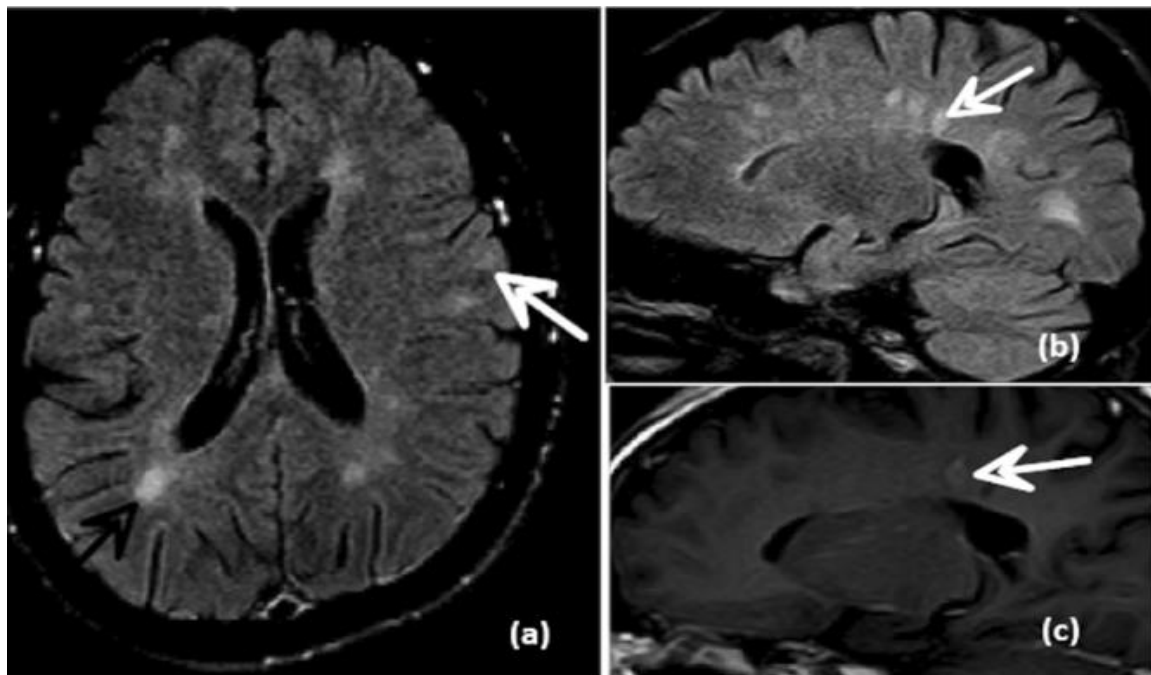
IRM cérébrale : (a) coupe axiale FLAIR montrant des hypersignaux périventriculaires et sous-corticaux (flèches), (b) coupe sagittale FLAIR montrant des lésions du corps calleux, et (c) coupe sagittale T1 après injection de gadolinium objectivant une lésion active prenant le contraste. Aspect typique de sclérose en plaques [121].
